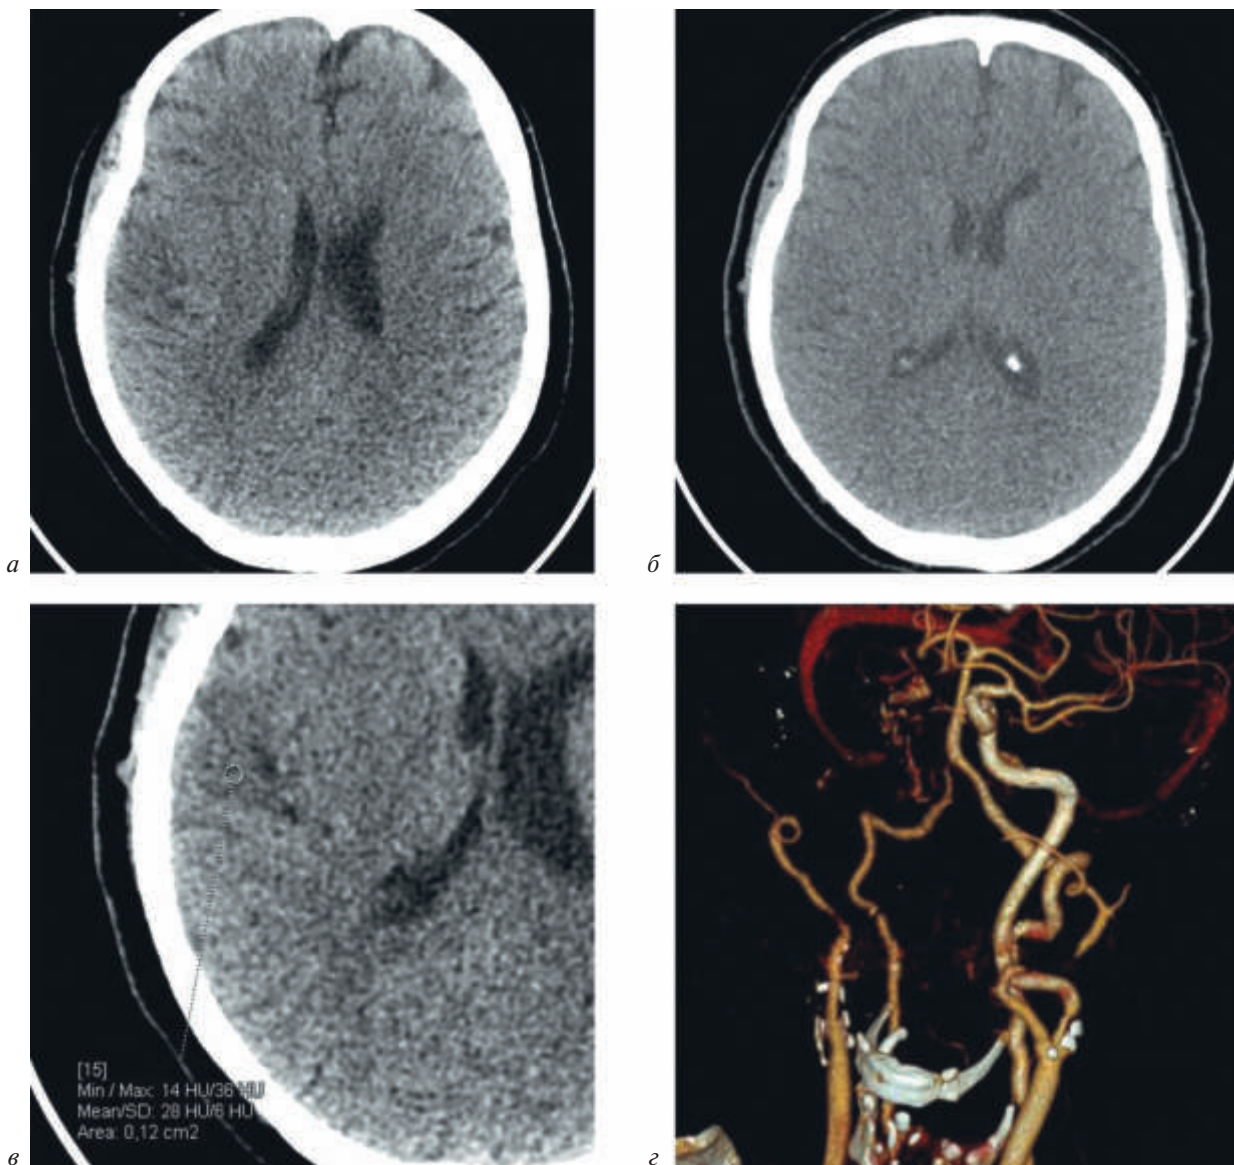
Данные нативной компьютерной томографии и компьютерной томографической ангиографии при поступлении:
